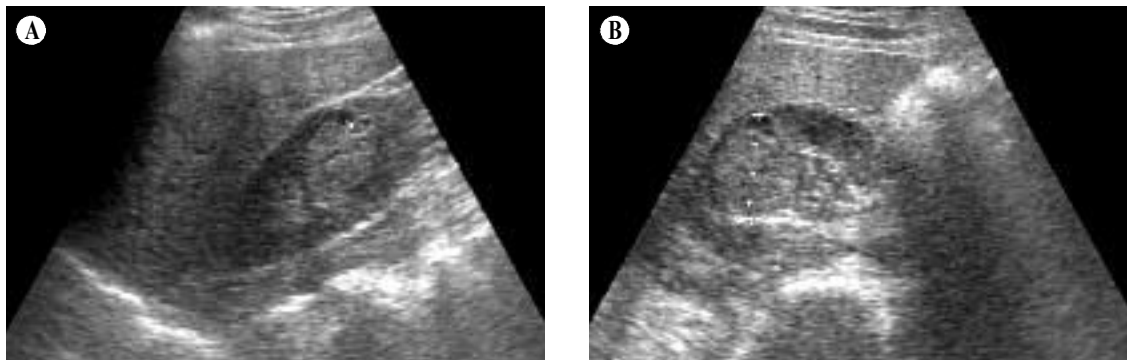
Ultrasonography of a 73-year-old male with renal oncocytoma. Longitudinal (A) and transverse (B) ultrasonographic images show a homogeneous solid mass in the kidney. The mass is slightly hyperechoic compared to normal renal parenchyma.
